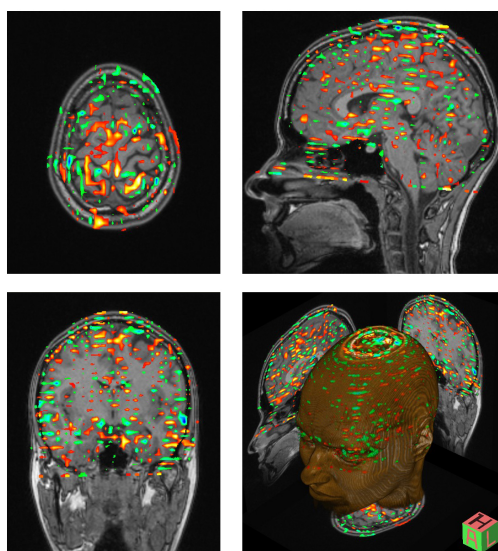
Артефакт, возникший в результате движения головы в томографе во время сканирования, который привел к снижению соотношения «сигнал-шум» и потере функциональных данных.
